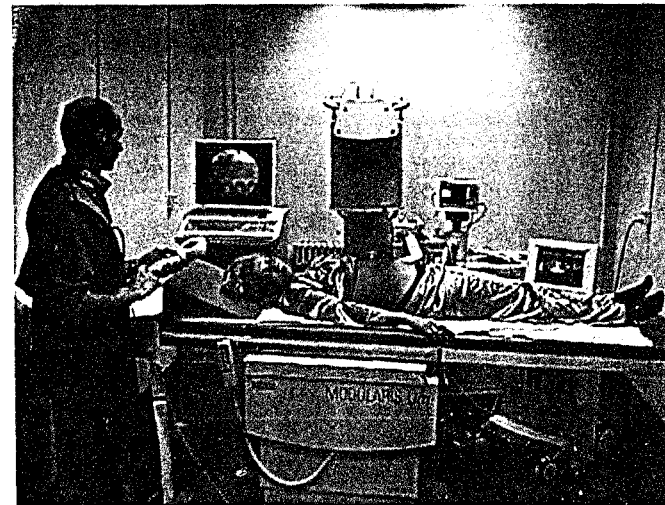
Litotriptor Siemens Modularis, cu generator electromagnetic și sistem imagistic dual, ecografic și fluoroscopic.
